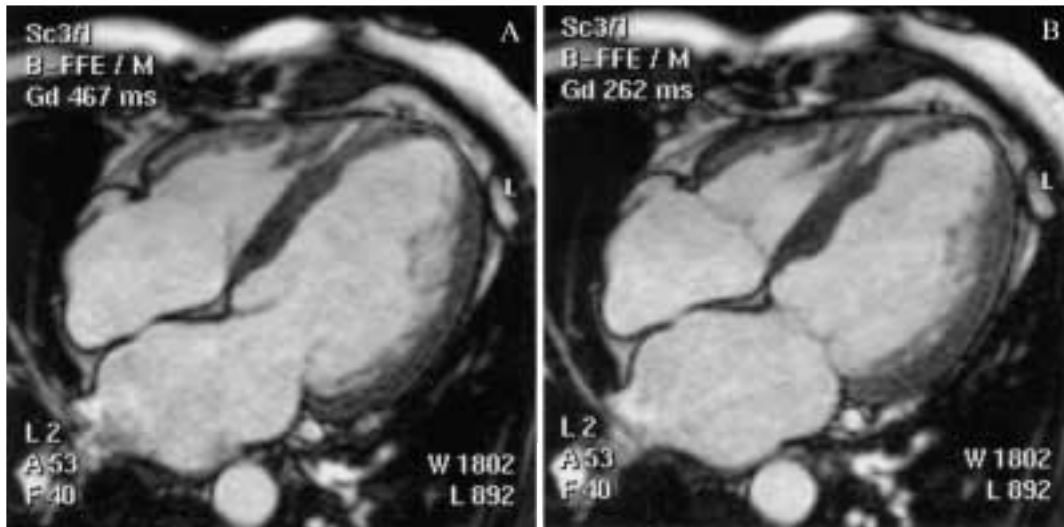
Cine cardio-RM: asse lungo 4 camere. Sequenze B-FFE (TA 20 s). Il vantaggio apportato dalla tecnologia SENSE è stato utilizzato, in questo caso, per ottenere immagini ad alta risoluzione spaziale e temporale (40 frames/s) rinunciando alla riduzione del TA: ottimale visualizzazione dell'apertura e chiusura dei lembi valvolari atrio-ventricolari.
